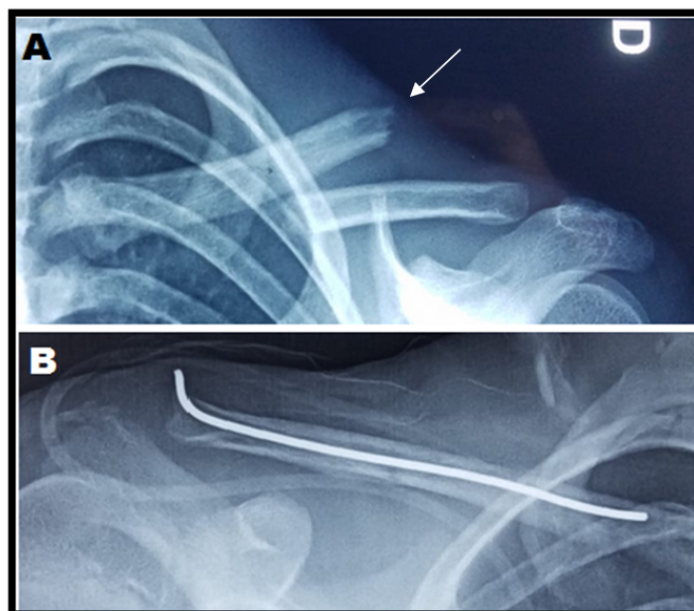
A – Radiographie de face de la clavicule droite objectivant une fracture du tiers moyen déplacée avec menace cutanée chez un enfant de 14 ans. B – Radiographie de contrôle après réduction et embrochage centromédullaire à ciel ouvert.
